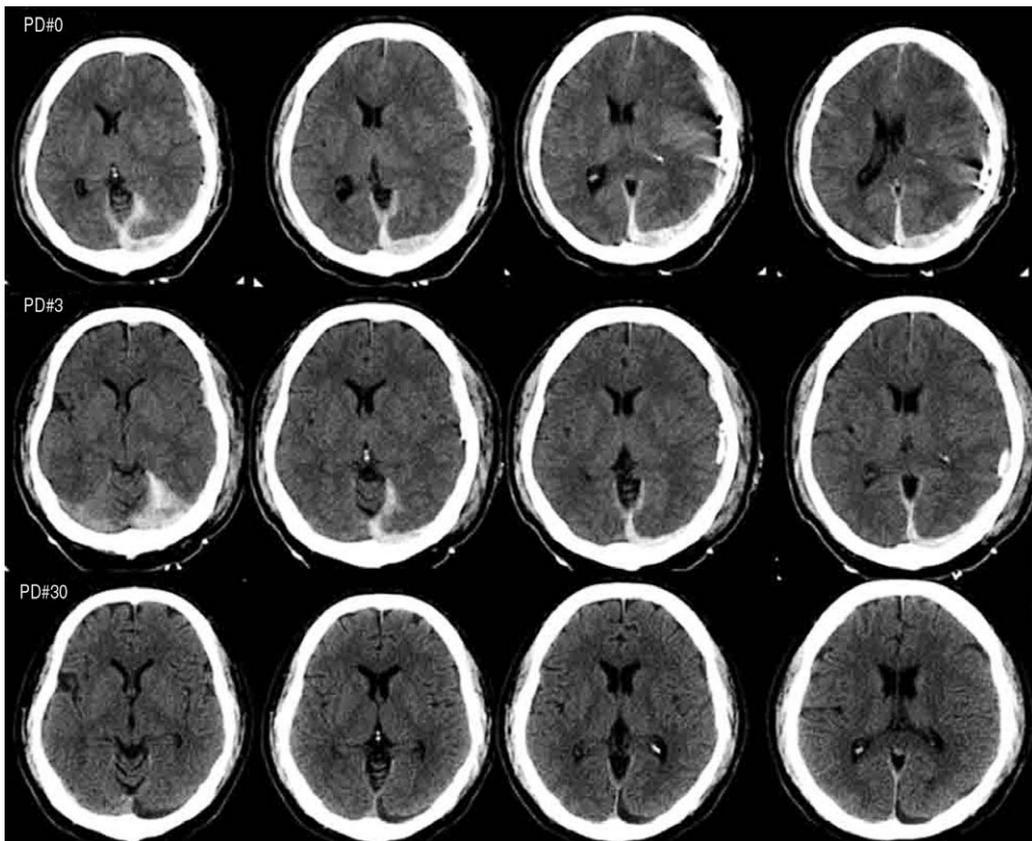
Serial follow-up brain CT scans after post operative (PD) #0, #3, #30 days. These serial images revealed almost complete drainage and resolution of subdural hematoma
